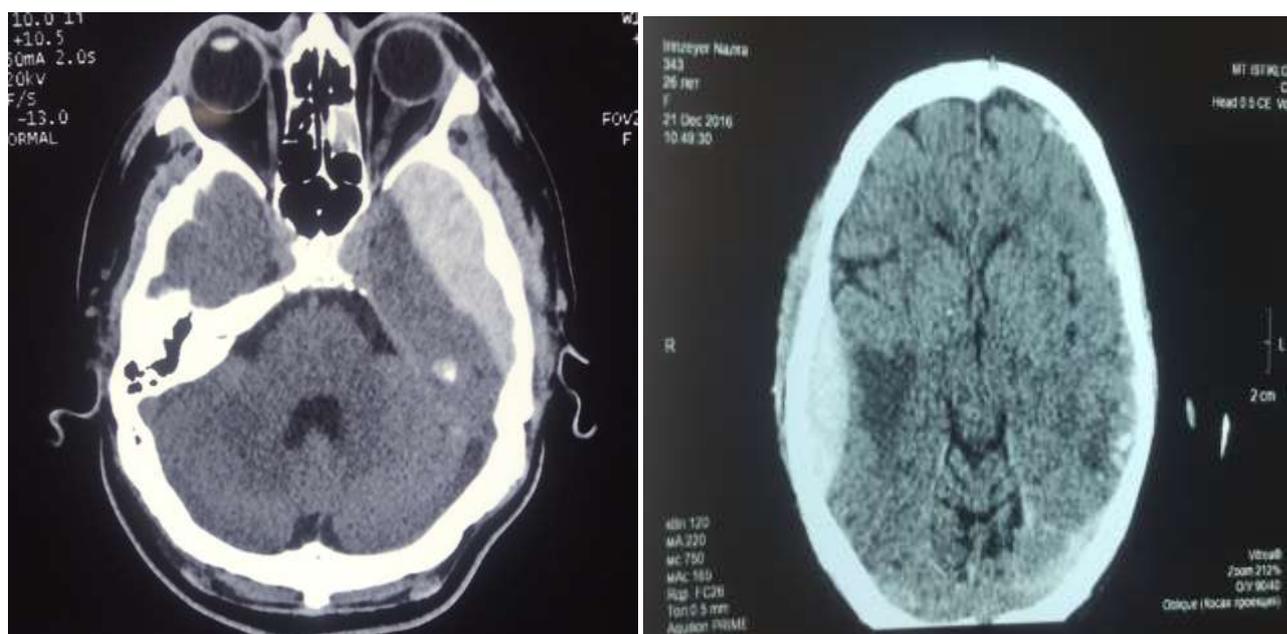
КТ. Эпидуральная гематома. На аксиальном срезе справа отмечается субдуральная гематома, слева отмечается эпидуральная гематома. На аксиальном срезе в проекции височной доли слева отмечается эпидуральная гематома
